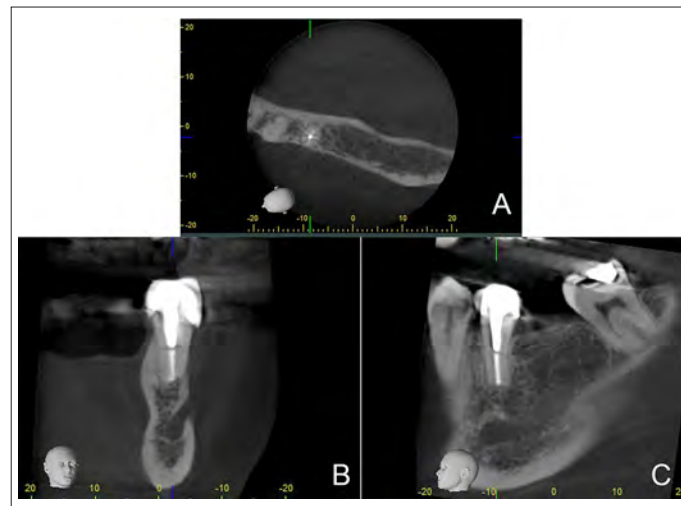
CBCT 1,5 años posquirúrgicos en la que se evidencia cicatrización completa de los tejidos óseo peri-radicales del diente 3.5 en la vista axial (A), coronal (B) y sagital (C).
